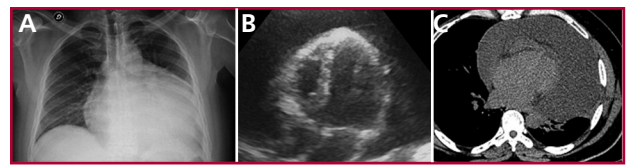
A: Radiografía de tórax: evidencia índice cardiotorácico aumentado (imagen en botellón). B: ecocardiograma Doppler: se evidencia derrame pericárdico grave con colapso de cavidades derechas. C: Tomografía de Tórax: se evidencia derrame pericárdico moderado.
